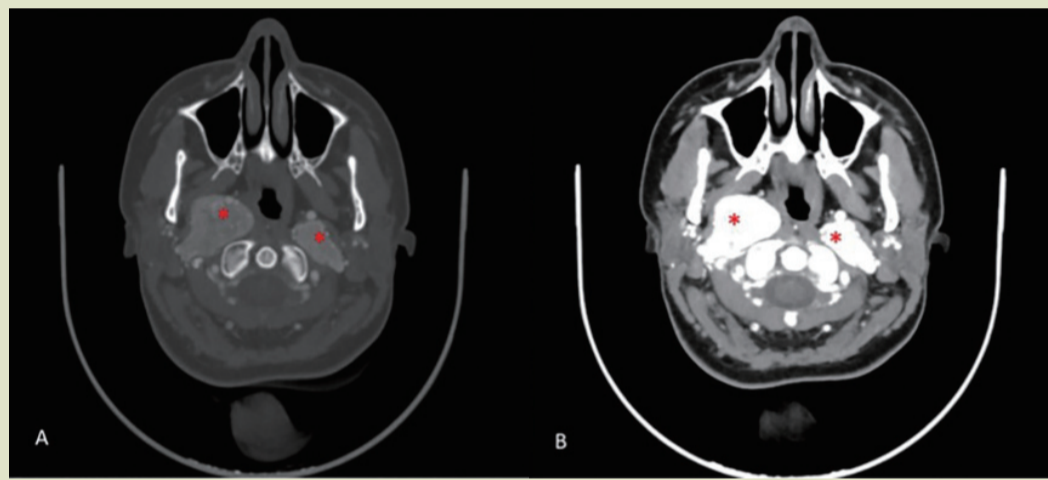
颈部血管轴向CT血管造影显示双侧迷走神经副神经节瘤,颈动脉体受累较小,右侧最大(见A和B中的红色星号)
